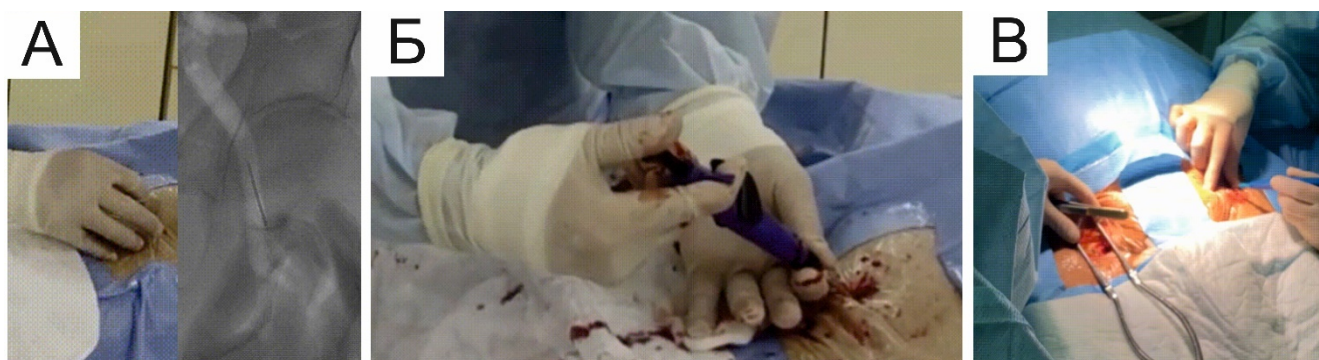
Пункционный и открытый хирургический доступ к общей бедренной артерии (выполнено в «РНЦХ имени академика Б. В. Петровского»). А – пункция общей бедренной артерии (в левой части изображения) под рентгеноскопическим контролем в режиме «Smart-Mask» (в правой части изображения). Б – предварительное ушивание артерии устройством Perclose ProGlide. В – открытое хирургическое выделение общих бедренных артерий.
